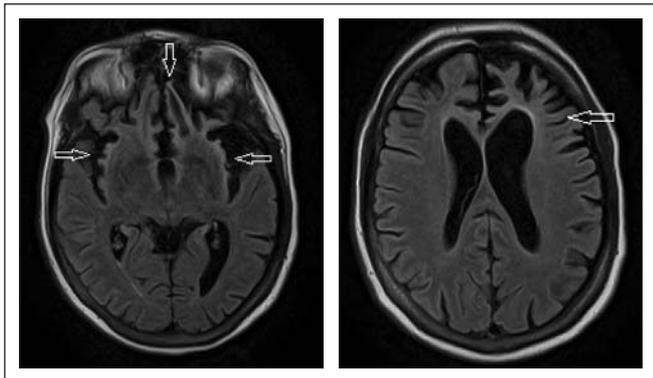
Магнитно-резонансные томограммы головного мозга пациентки С., FLAIR ИП. Атрофические изменения островков и лобных долей, с повышением МР-сигнала от коры.
